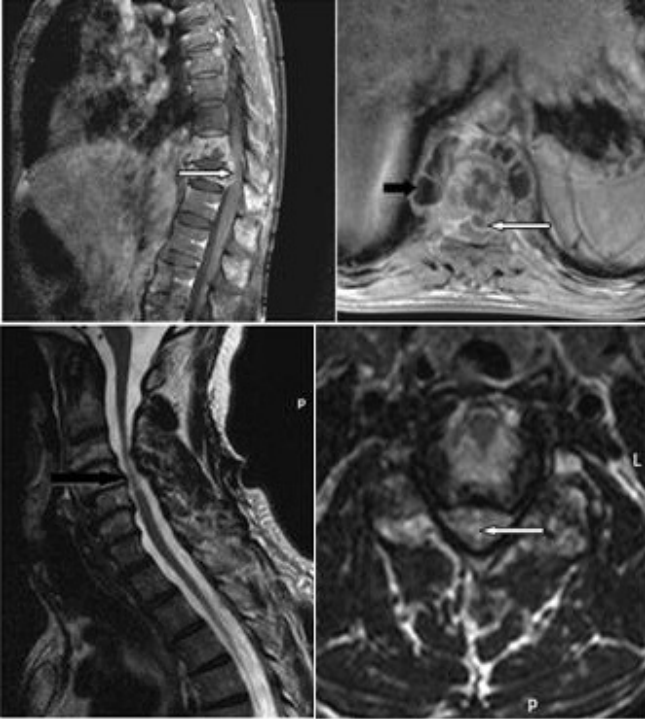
Compression médullaire. (A): coupes IRM sagittale et axiale pondérées en T1 avec injection de contraste, montrant une compression médullaire par épidurite antérieure réalisant un aspect en «embrase de rideau», (flèche blanche) et des collections abcédées péri-vertébrales (flèche noire); (B): coupes IRM sagittale et axiale pondérées en T2, montrant une cervico-uncarthrose (flèche noire) étagée responsable d'une myélopathie cervicarthrosique (flèche blanche) C4-C5 et C5-C6
